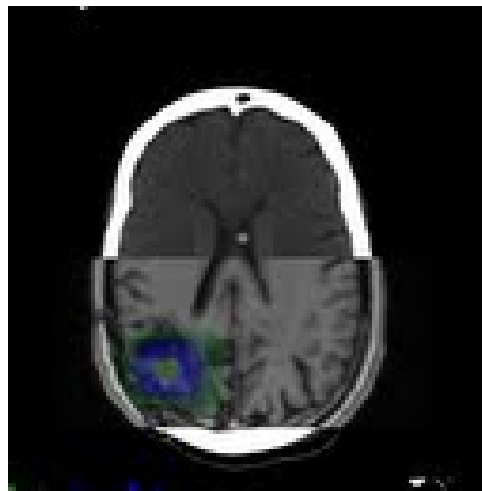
Imagem dos exames de Tomografia e Ressonância
